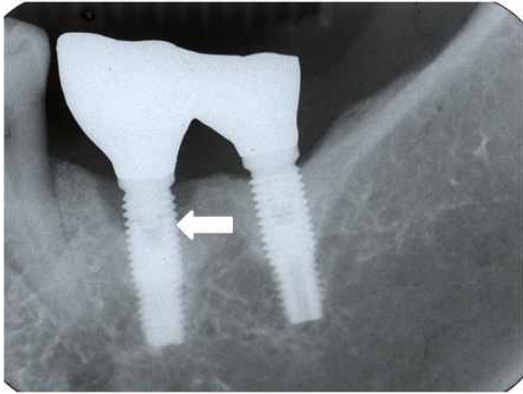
Periapical radiograph of fractured implant (Arrow indicates fractured area of implant fixture and marginal bone level).
